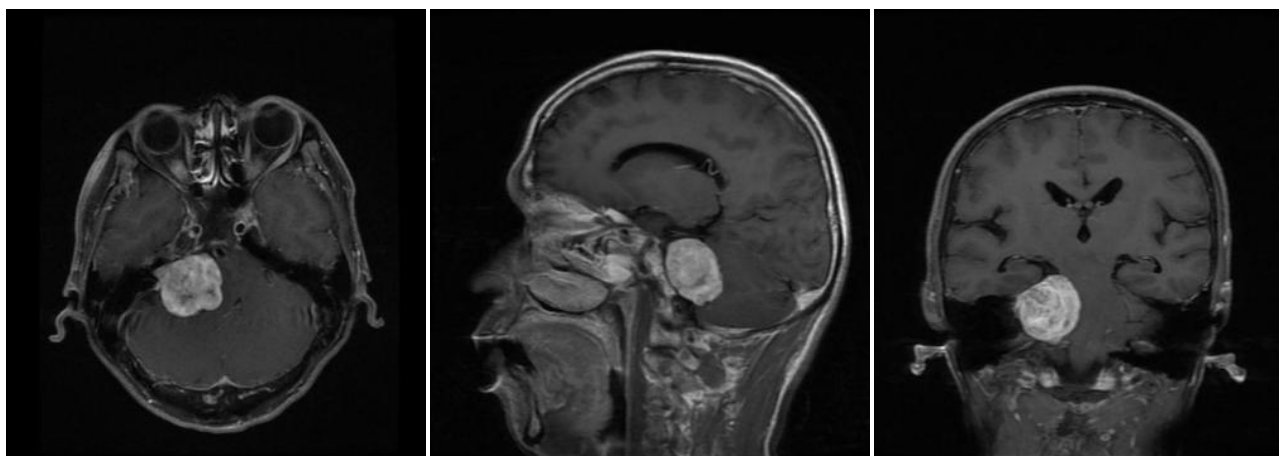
Preoperative T1-enhanced MRI scan
